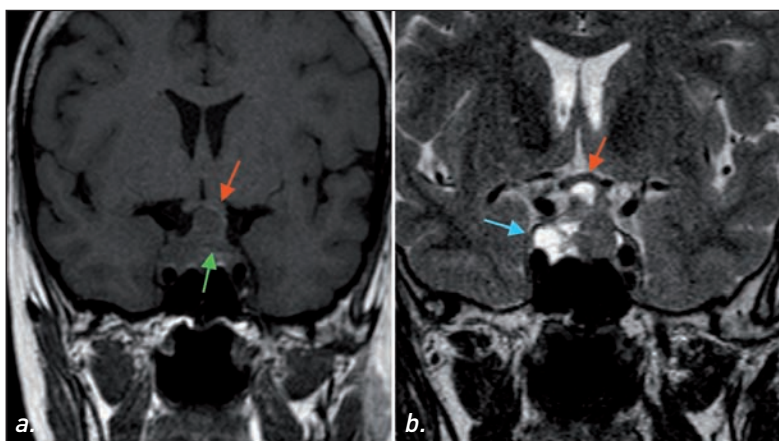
IRM hypophysaire. Coupes coronales T1 sans injection (a) et T2 (b). Macroadénome hypophysaire comprimant le chiasma (→) avec zones hémorragiques en discret hypersignal (→) débordant vers le sinus caverneux droit (→) (Remerciements au Dr F. Héran).
